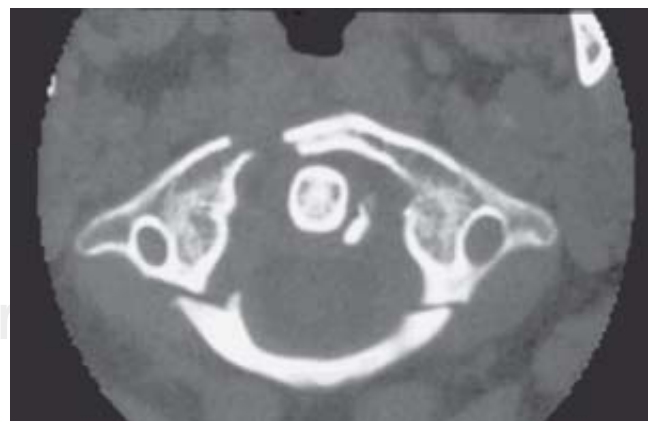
TC axial. Fractura múltiple en C-1 (*Jefferson*).
